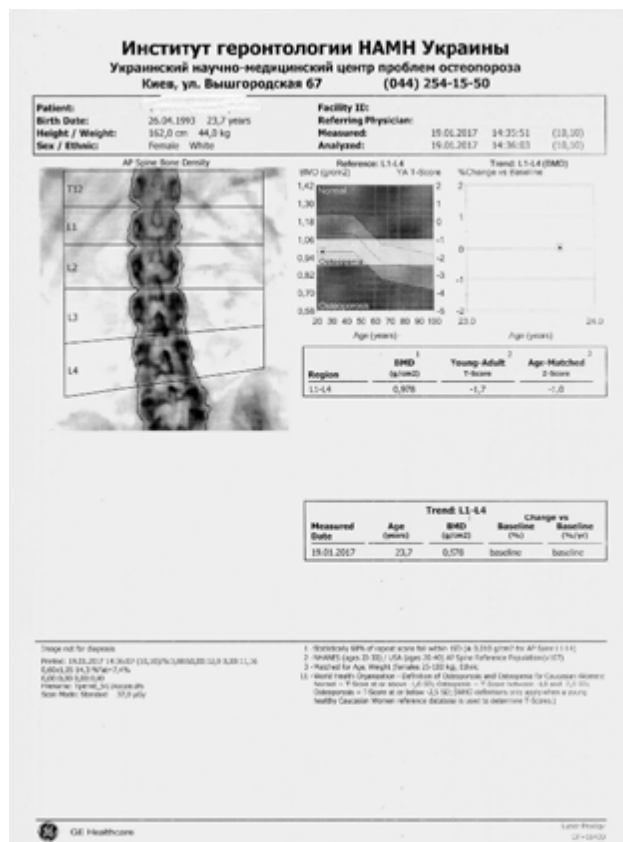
X-ray absorptiometry protocol of the patient K.
